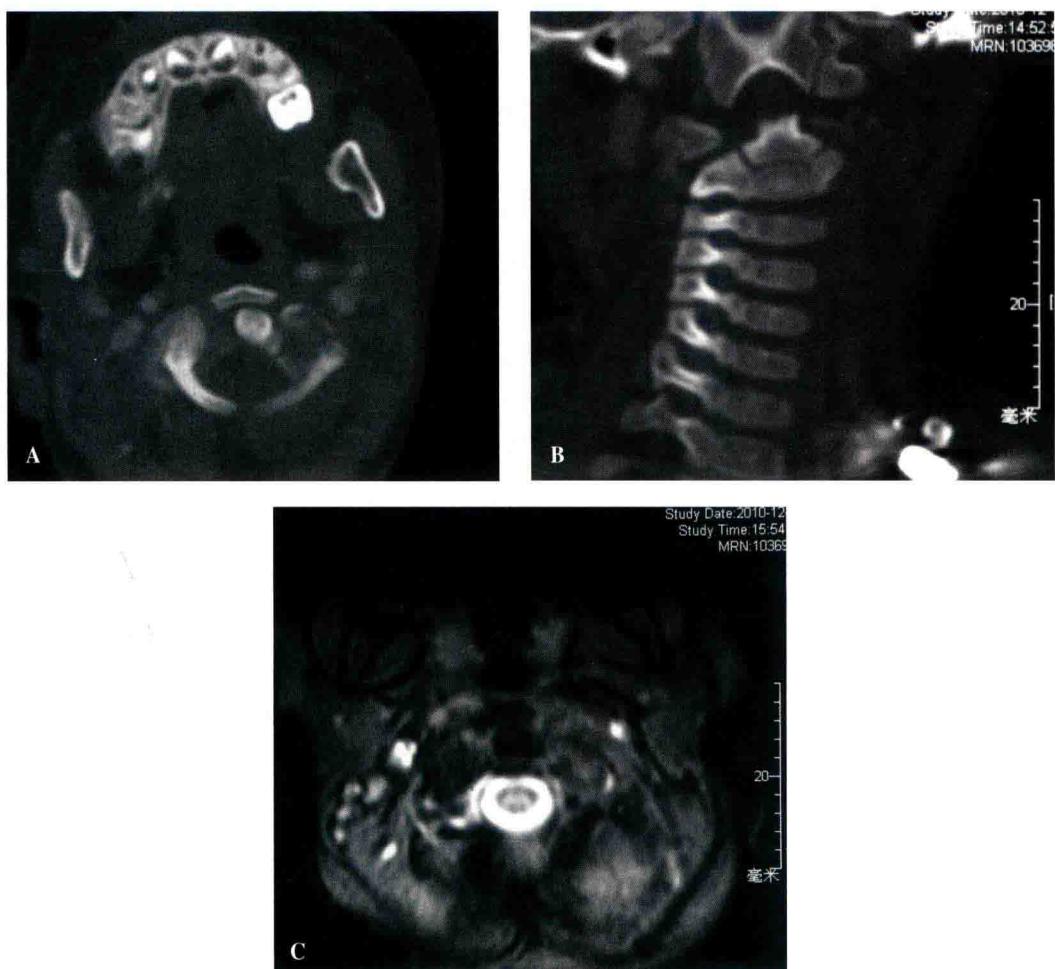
A、B. CT 横断面与矢状面检查提示 C1 左侧侧块骨质密度减低，可见边界不清的溶骨性骨破坏。
